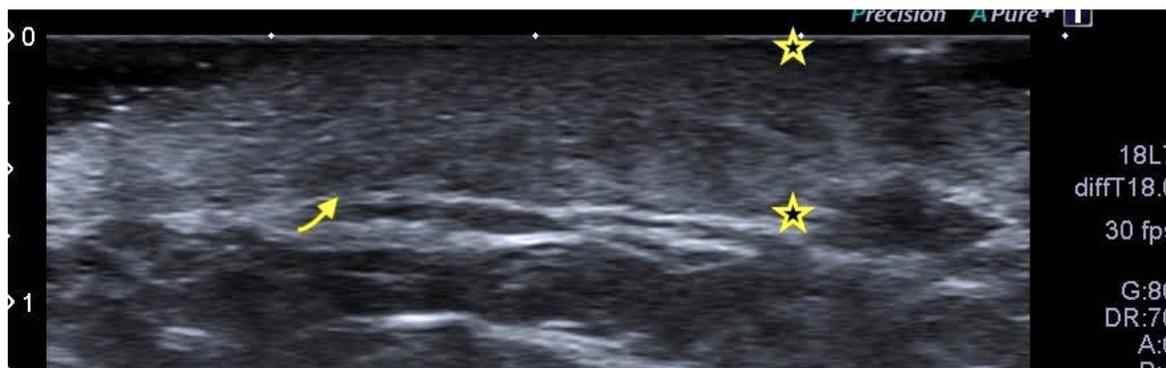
Ecografía de alta resolución de axila, imagen típica de dilatación de la base de implantación de los folículos y edema de la dermis. La flecha muestra folículo dilatado. Entre estrellas, la dermis con aumento de espesor y disminución de la ecogenicidad por edema.
